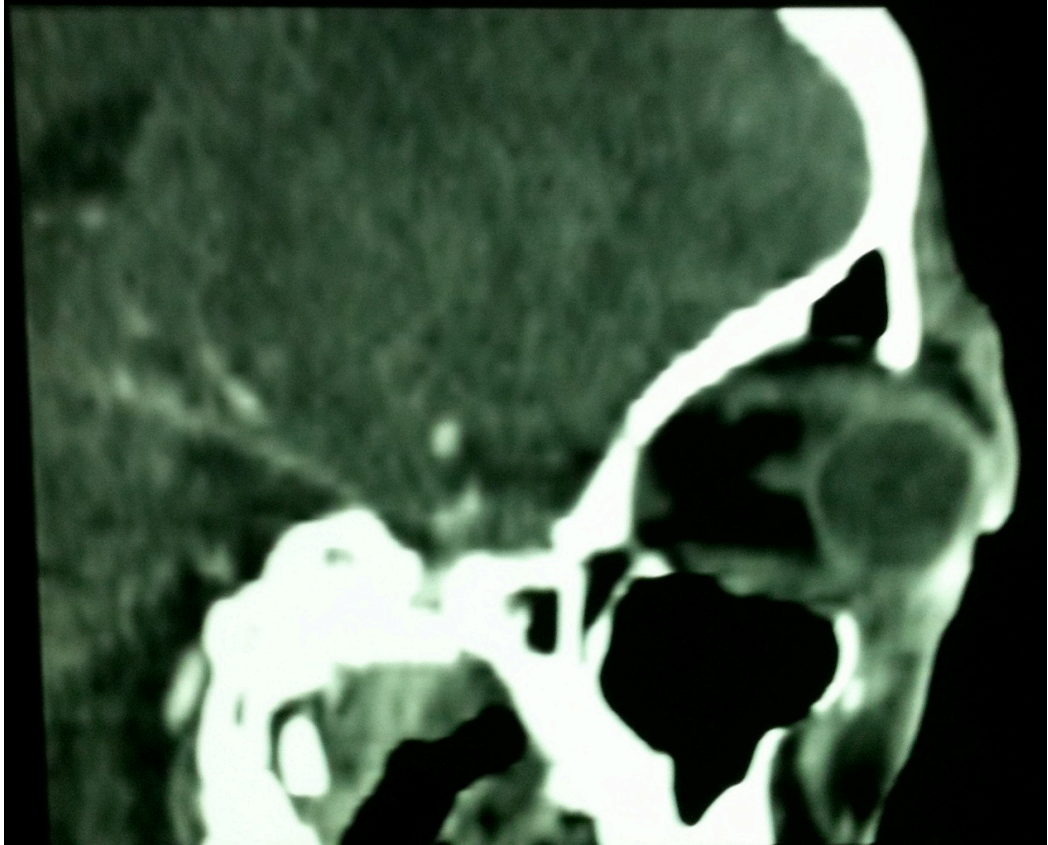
Ressonância Magnética demonstrando espessamento da musculatura extrínseca.
